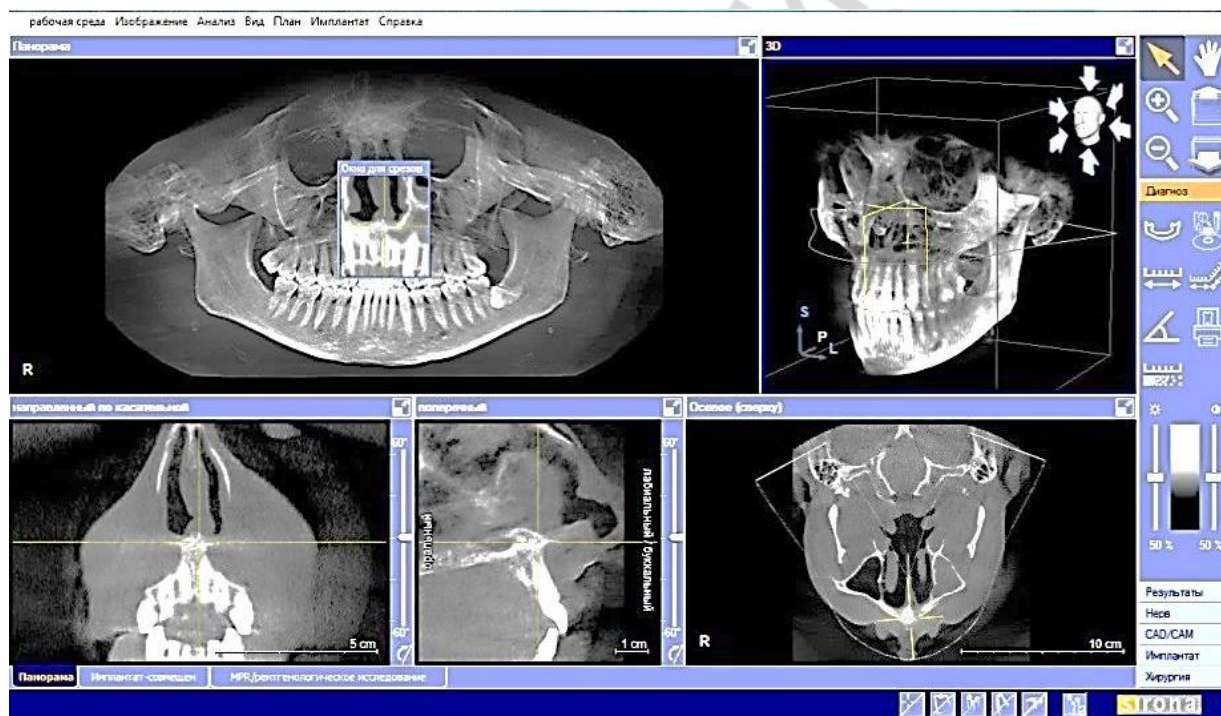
Окно панорамной томограммы
